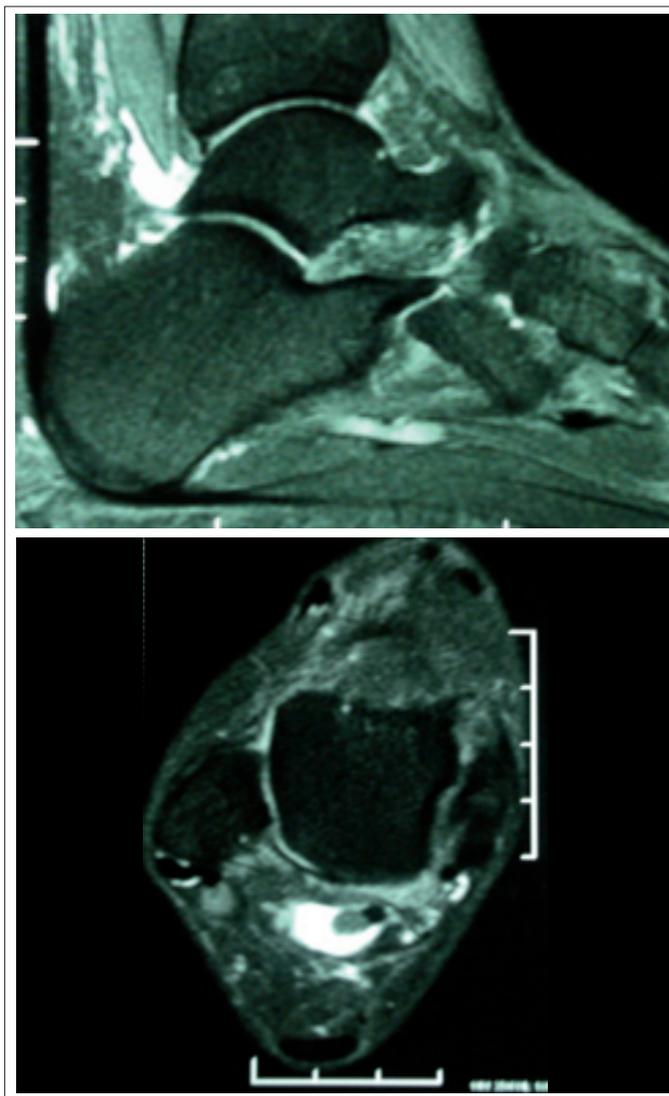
Imagens de ressonância magnética mostrando edema de partes moles posteriores e tenossinovite do flexor longo do hálux.
